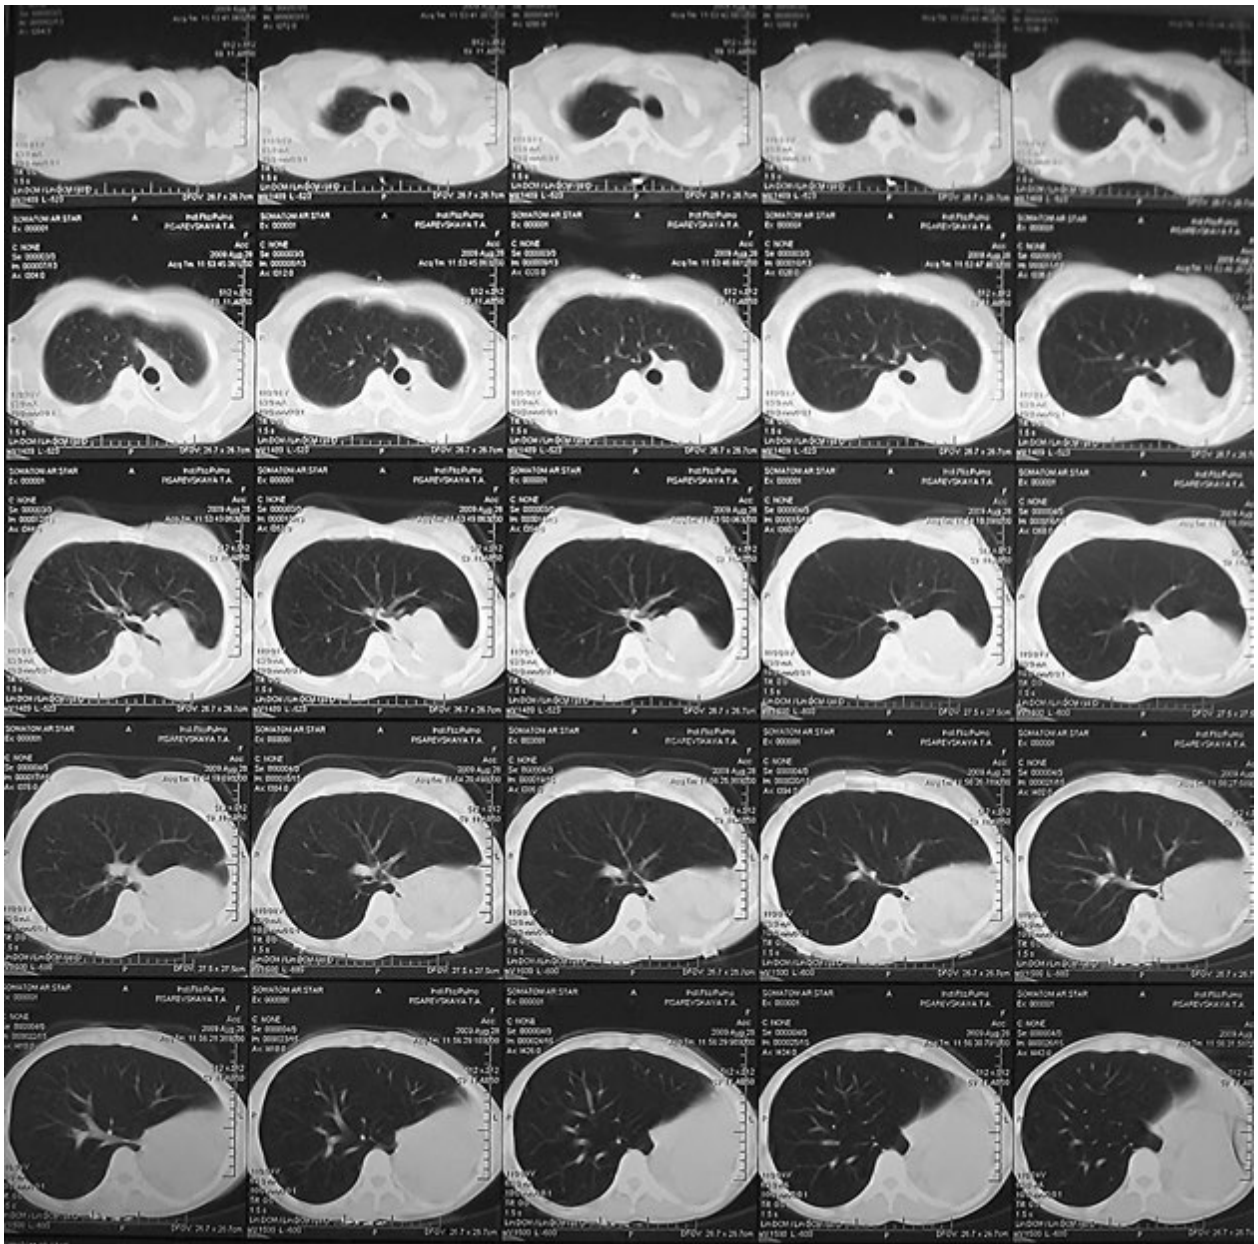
Хвора П. Комп'ютерна томограма через 4 роки після лівобічної пневмонектомії з приводу фіброзно-кавернозного туберкульозу лівої легені
